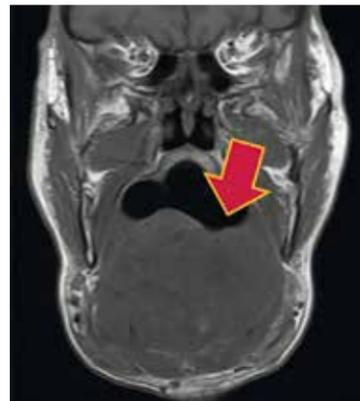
RM seqüência ponderada em T1 no plano coronal sem contraste revela aspecto infiltrativo da massa que acomete a língua, assoalho bucal, ventre anterior do músculo digástrico à direita e o milo-hioide bilateralmente, com extensão também aos espaços submandibulares.
